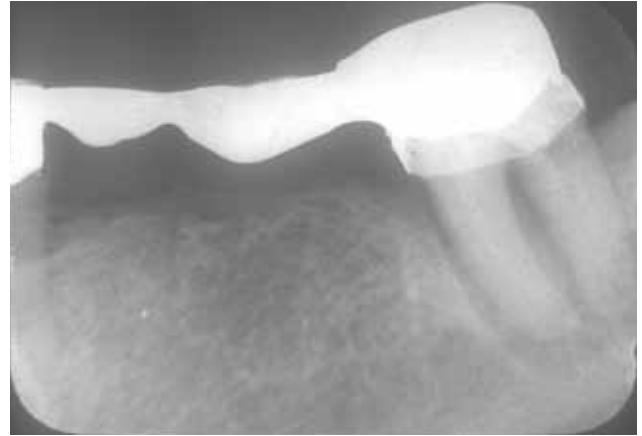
Radiografía tomada luego de hacer la pulpotomía y limpieza de los conductos radiculares. En esta imagen se pueden ver los conductos obturados con pasta de hidróxido de calcio Pulpdent TempCanal y la banda de cobre unida a la corona.
